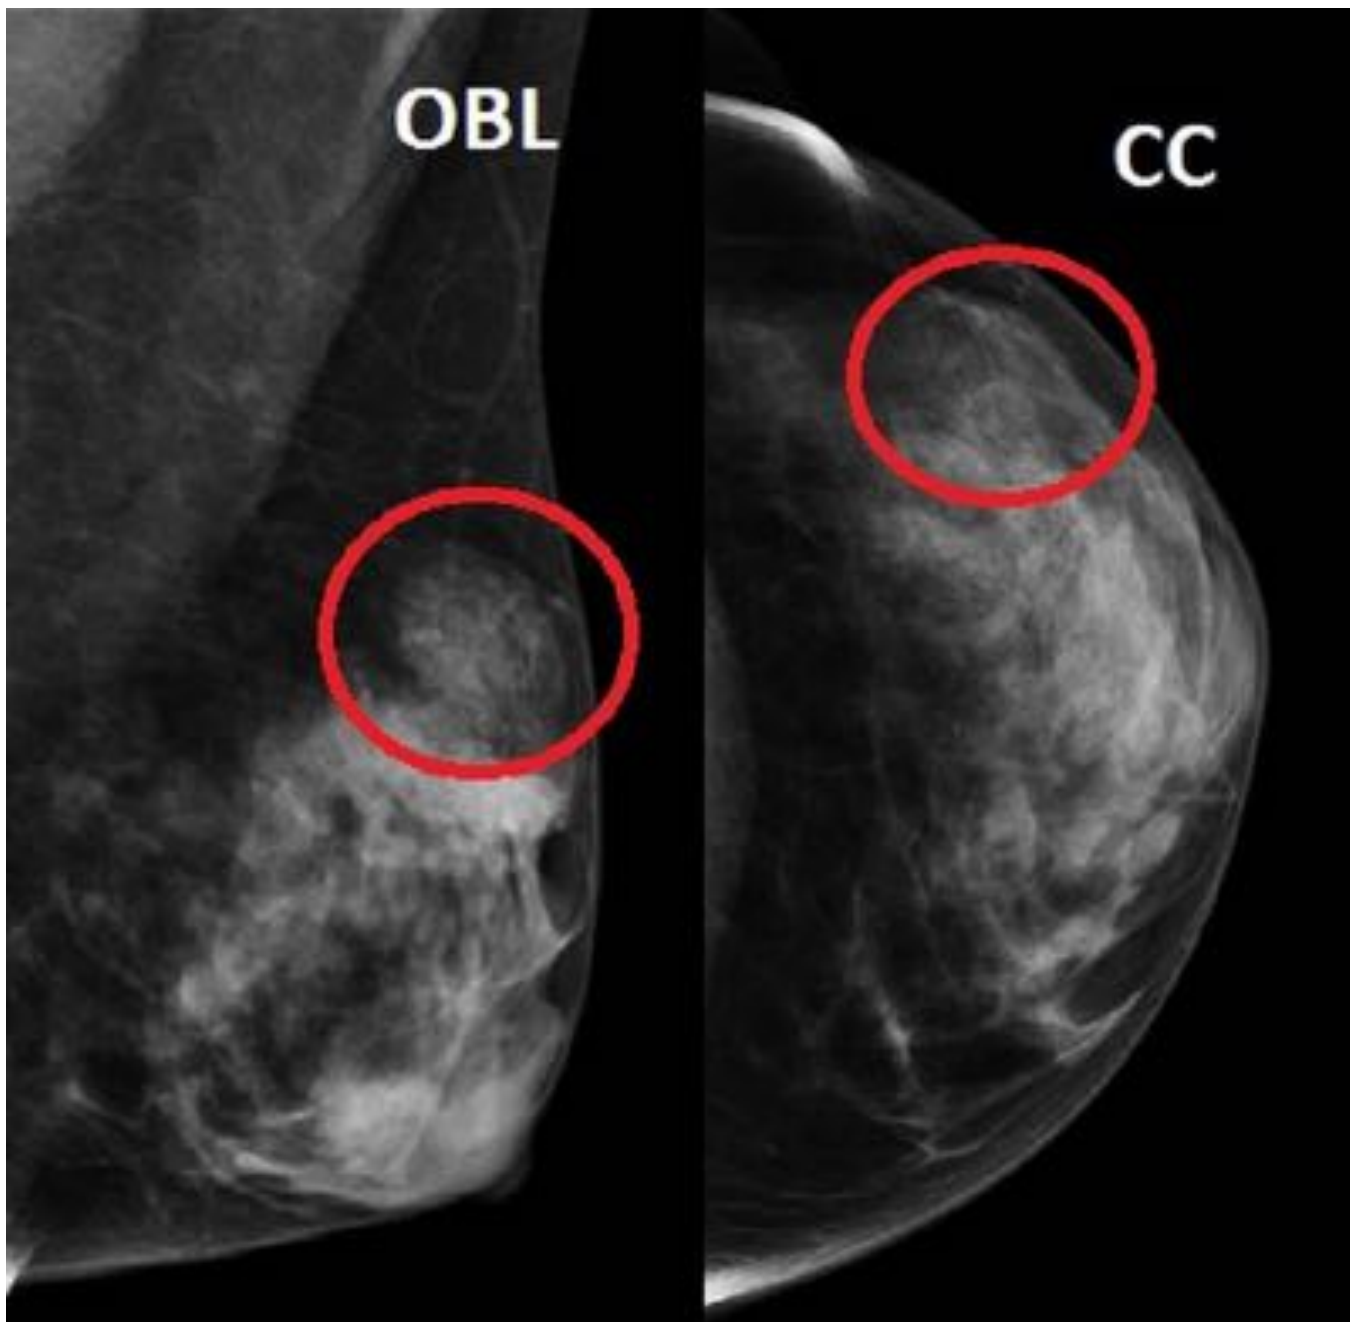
MFQ. Mamografía 2P de la mama izquierda. Se identifica en el CSE una lesión bien delimitada, de densidad intermedia, en una paciente que consulta por dolor y tumoración palpable. Dados la clínica y los hallazgos, se continuó el estudio mediante la realización de una ecografía (fig 3).
